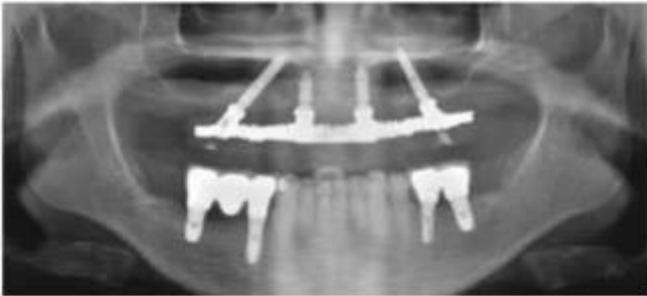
Radiografia de reabilitação com técnica All on four
